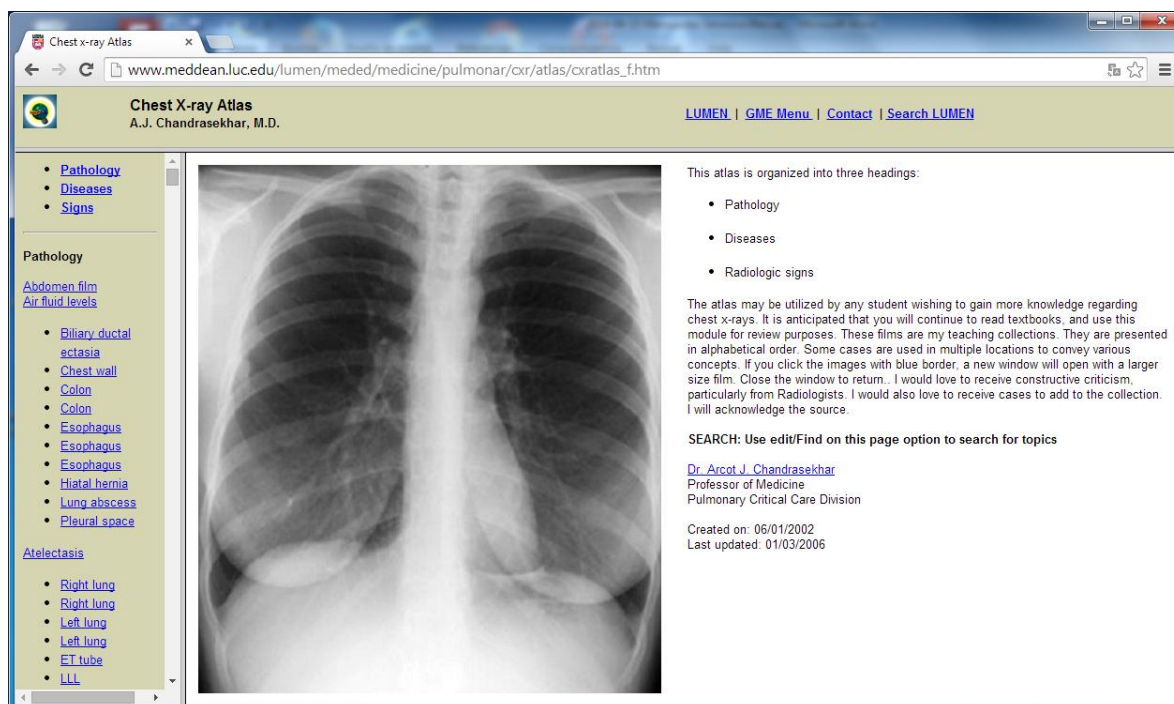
Captura de pantalla de la página principal de Chest X-Ray Atlas.
